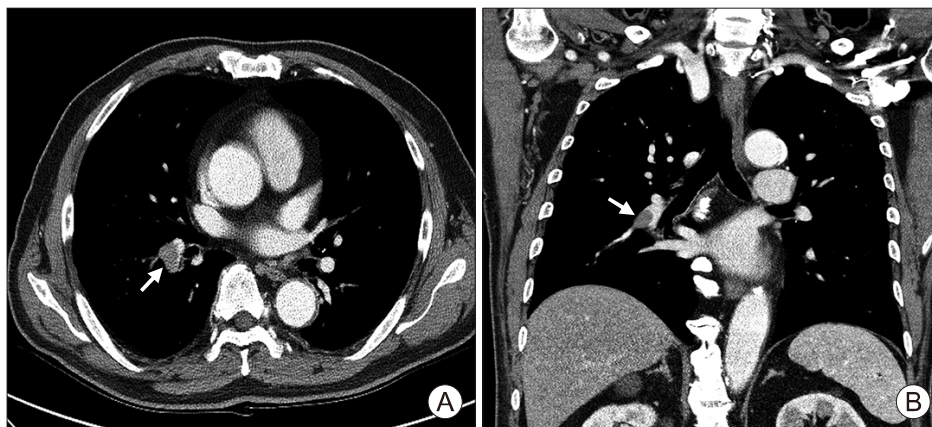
(A) Pulmonary embolism on a axial chest computed tomography (CT). There are filling defects in the right lower pulmonary artery (white arrow). (B) Anatomic location of the lesion (white arrow) is displayed in a coronal CT image.
